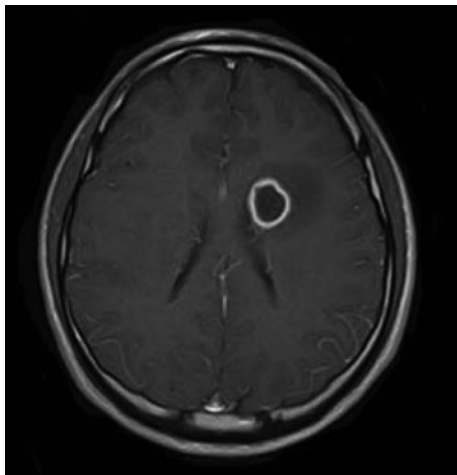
MRI showing high-intensity area in the left basal ganglia. T1-weighted image showing mass with enhancing ring.
